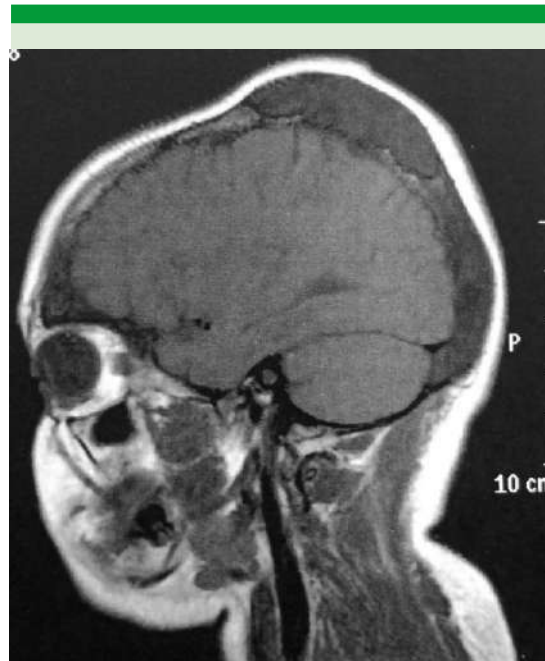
Resonancia magnética nuclear con contraste intravenoso de cráneo en corte sagital.
